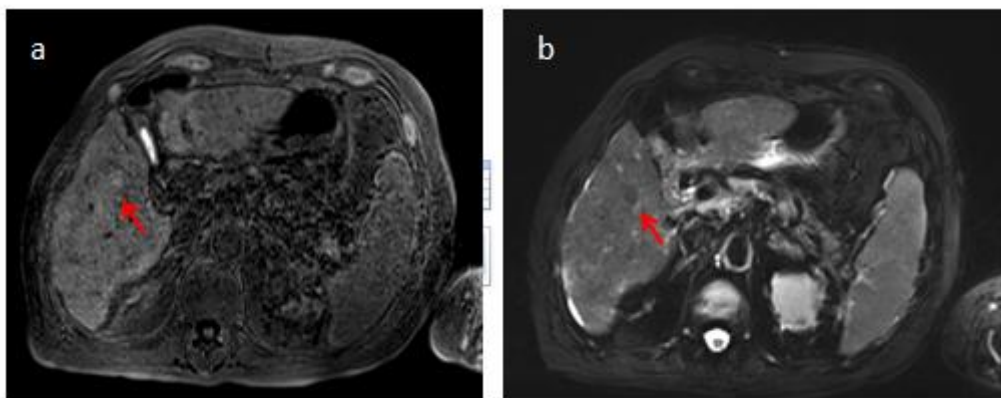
Lésion en hypersignal T1 et hyposignal T2. IRM en pondérations T1 (a) et T2 (b). Possible nodule sidérotique. Artéfacts liés à la position des bras le long du corps.
